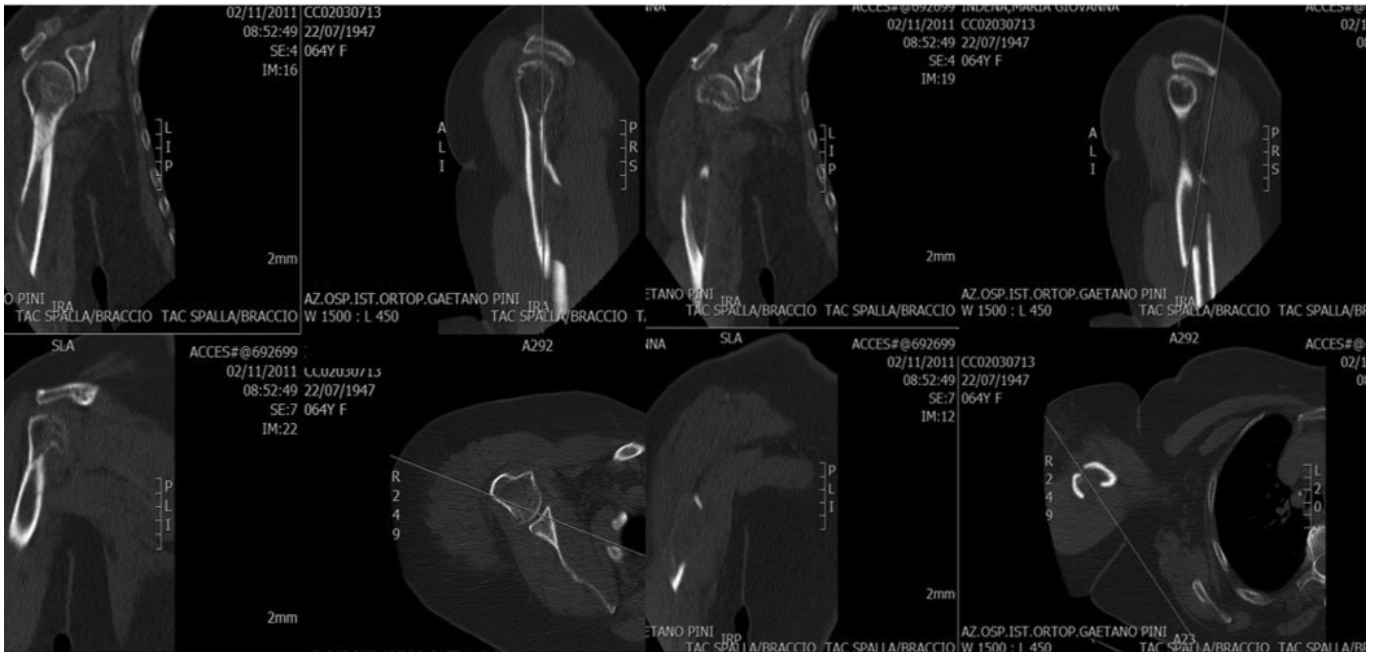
I.M.G. quadro TAC spalla destra
